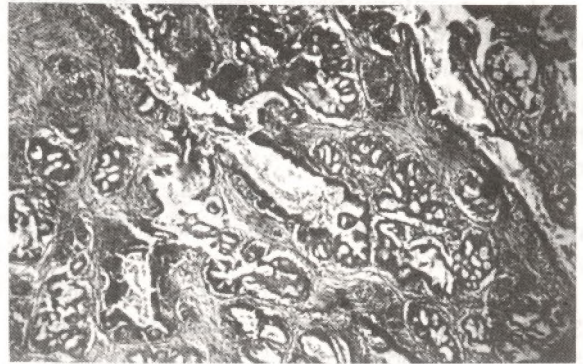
MICROFOTOGRAFIA DEL TUMOR A MAYOR AUMENTO, OBSERVANDOSE GRANDES ESTRUCTURAS TUBULARES CON ASPECTOS PAPILARES Y CRIBIFORMES, ASI COMO SECRECIÓN INTRALUMINAL. H & E. 150 X.
